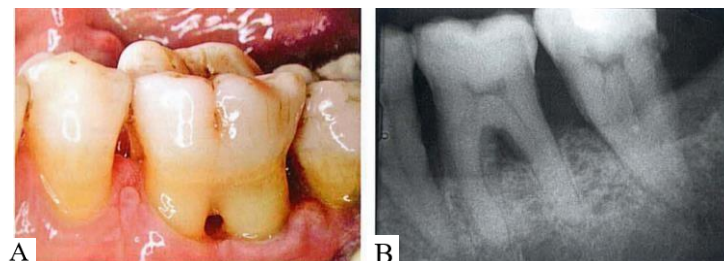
Atteinte de la zone de furcation sur une première molaire mandibulaire, (A) vue clinique, (B) radiographique (Bouchard, 2015)
